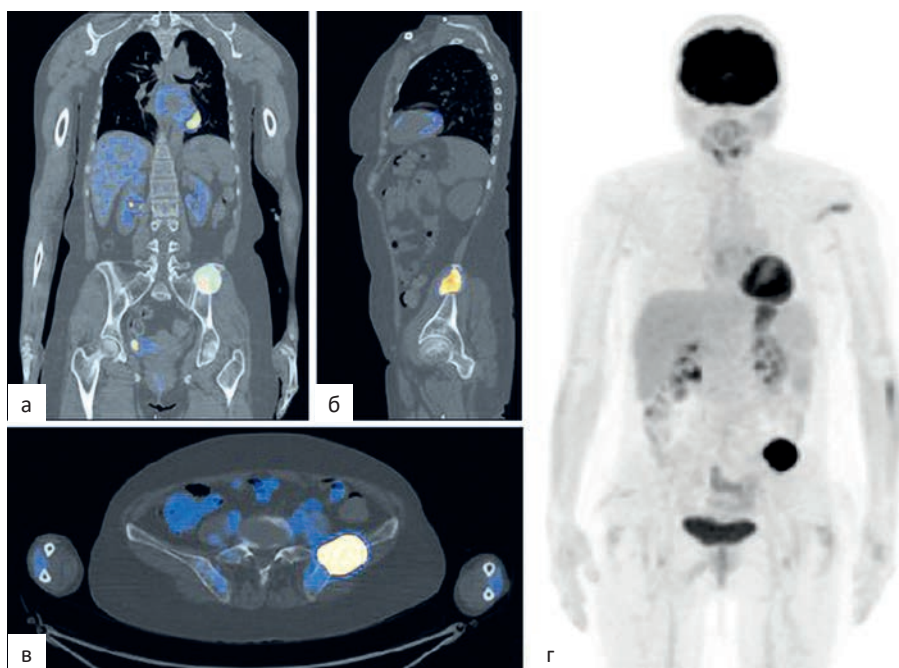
ПЭТ/КТ с ^{18}F -ФДГ (от 07.2022).
